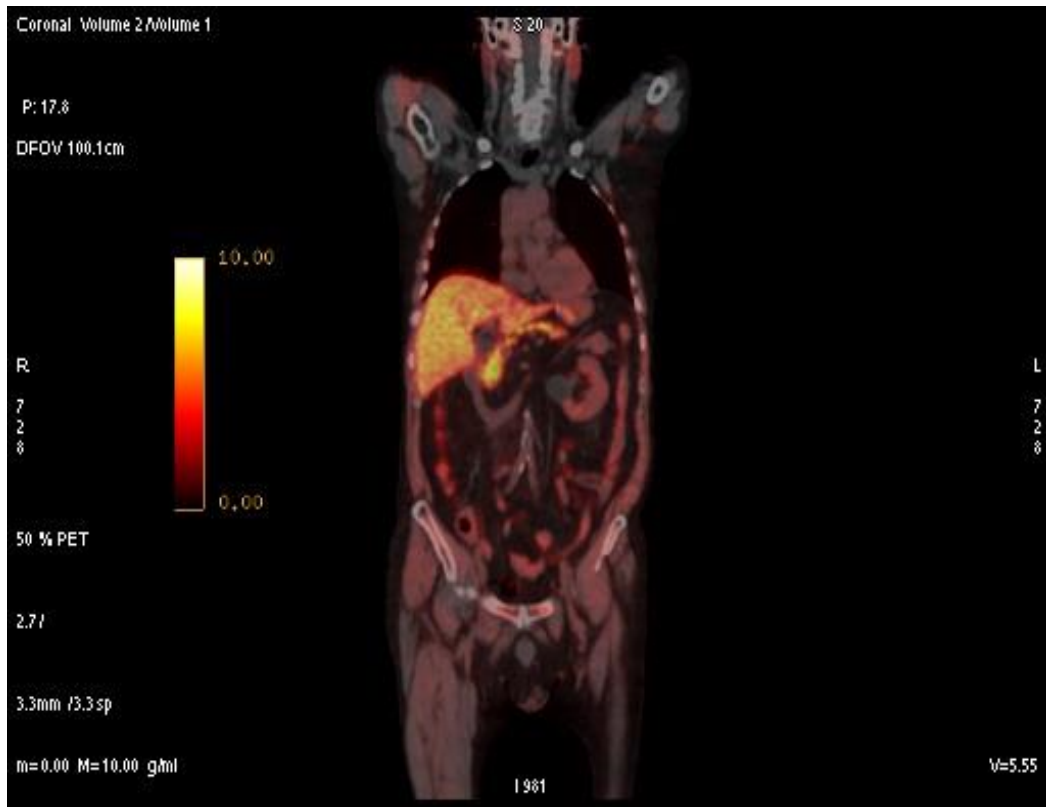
immagine tridimensionale di fusione PET/CT.
